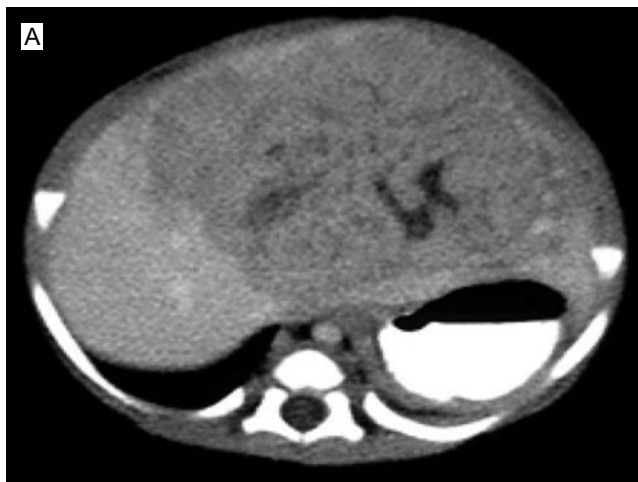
Tomografía de abdomen con contraste intravenoso: (a) fase arterial, muestra reforzamiento heterogéneo de un tumor hepático, de bordes definidos y áreas de necrosis. (b) Fase tardía que muestra el lavado del tumor descrito al hacerse hipodenso con respecto al parénquima renal.
